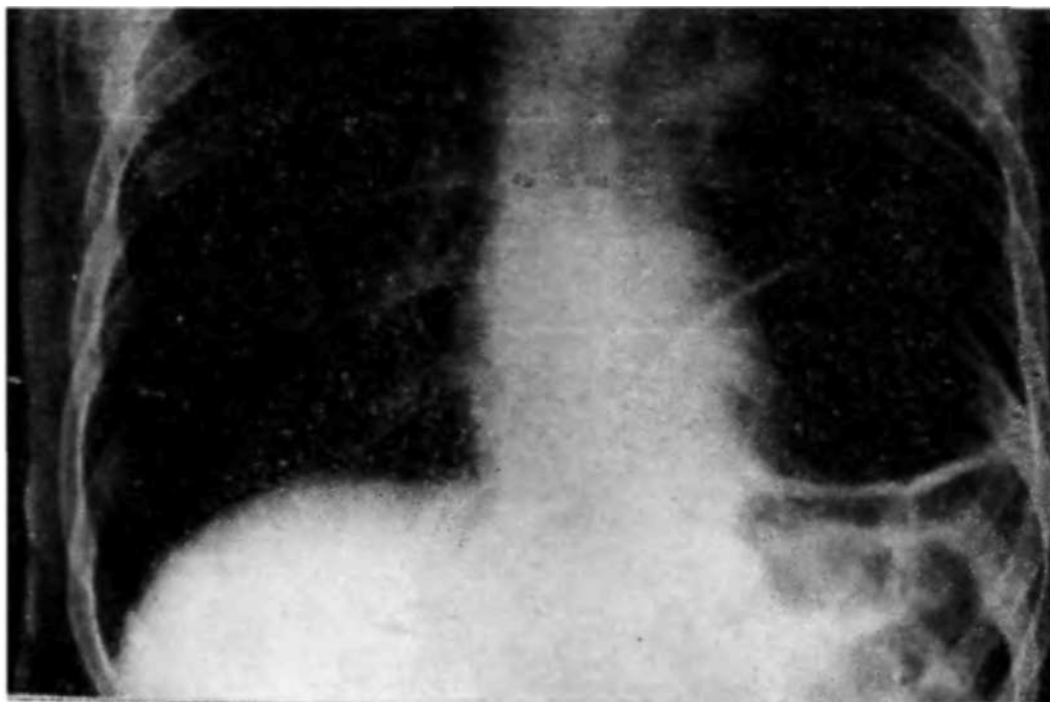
Рентгенограмма больного 3. Левосторонняя релаксация диафрагмы.
